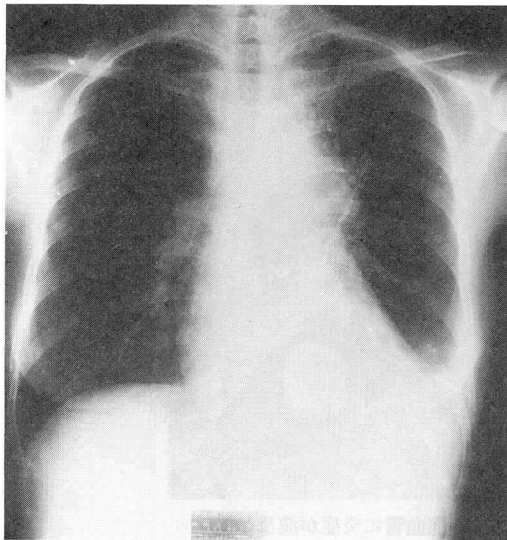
症例7の近医入院中の胸部X線写真：左S¹⁺²領域の浸潤影と同側の胸水貯留を認める。
